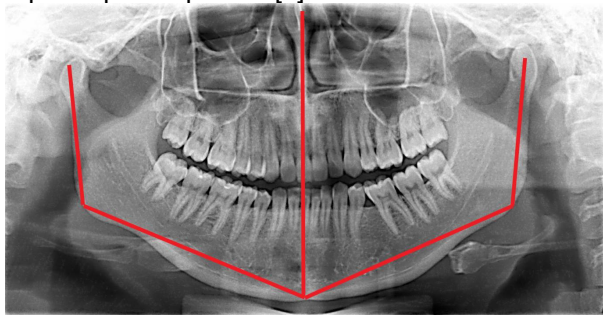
Ортопантомограмма с графическим отображением способа измерения размеров ветвей и тела нижней челюсти.
